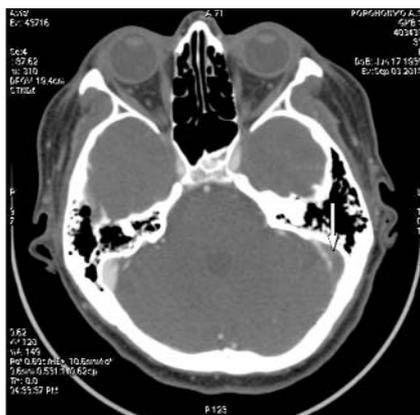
МСКТ больной П. Тромбоз левого сигмовидного синуса
